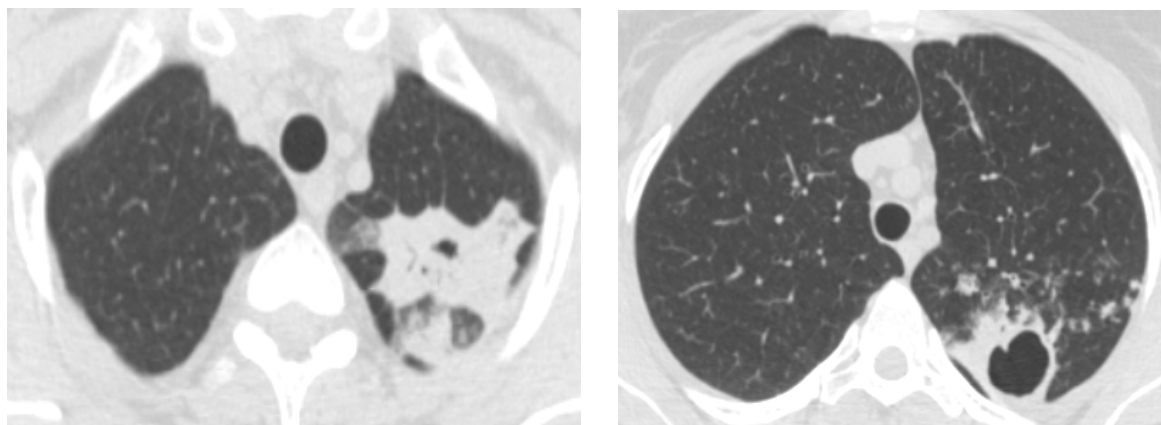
Компьютерная томограмма ОГК пациентки К. (23.11.2017 г.)
